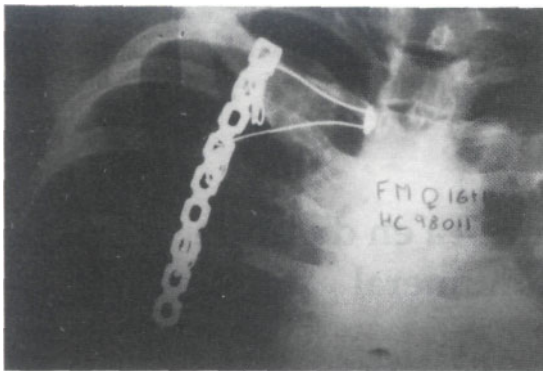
Radiografía postoperatoria. Fijación de escápula en buena posición, placa de reconstrucción, con lazadas de alambre y alambre IVS.
